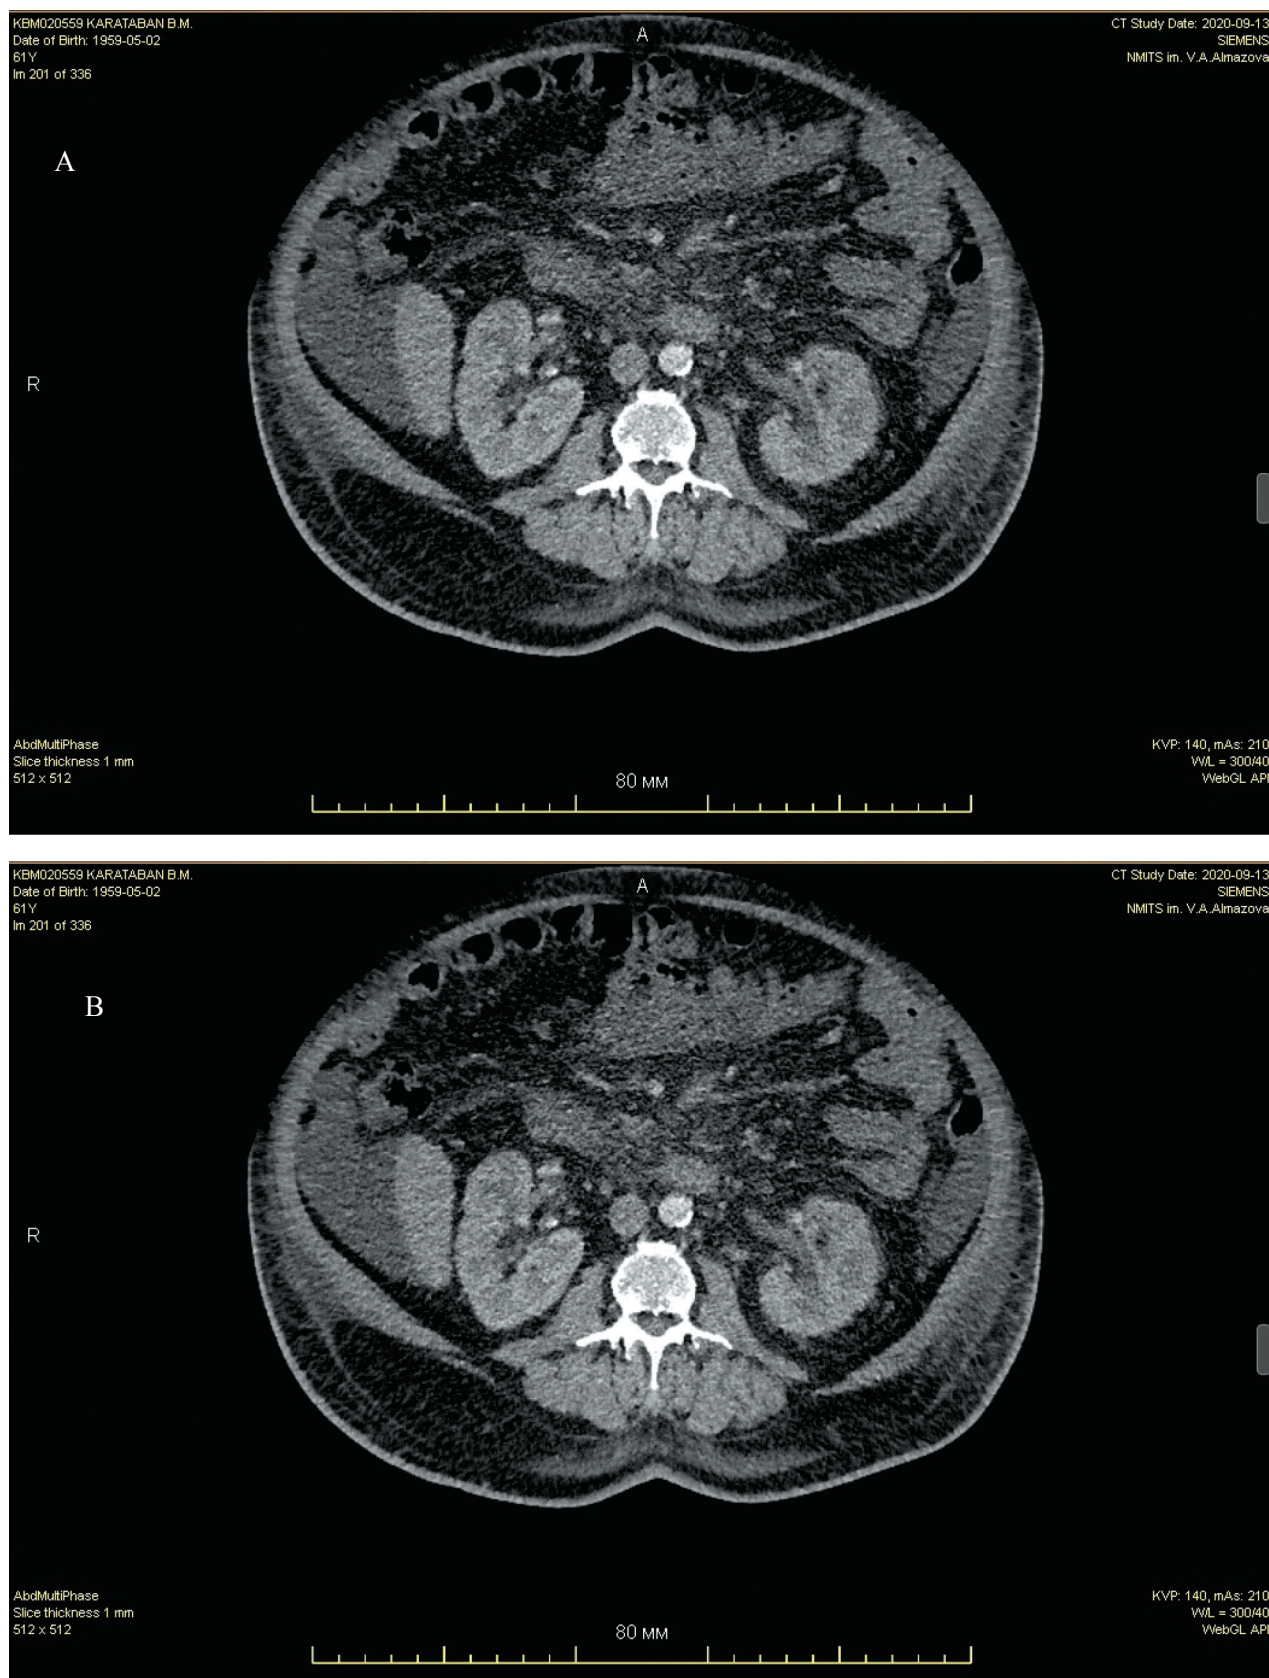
Данные МСКТ ОБП и забрюшинного пространства: А — до терапии циклоспорином, В — после терапии циклоспорином
